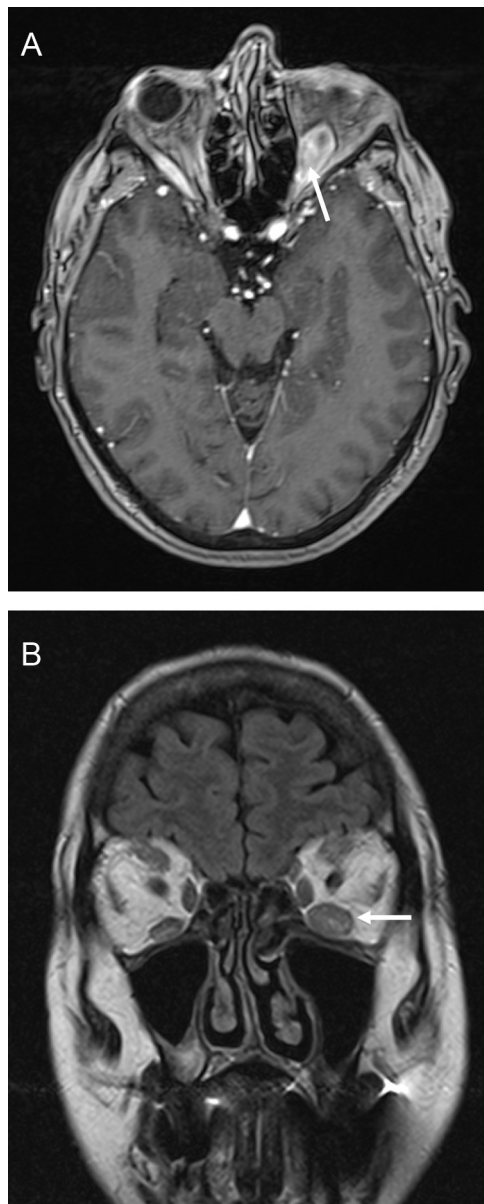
IRM encéphalique objectivant une hypertrophie du muscle érecteur inférieur gauche avec une prise de contraste importante (flèches). A. Coupe axiale T1 avec injection. B. Coupe coronale Flair.
